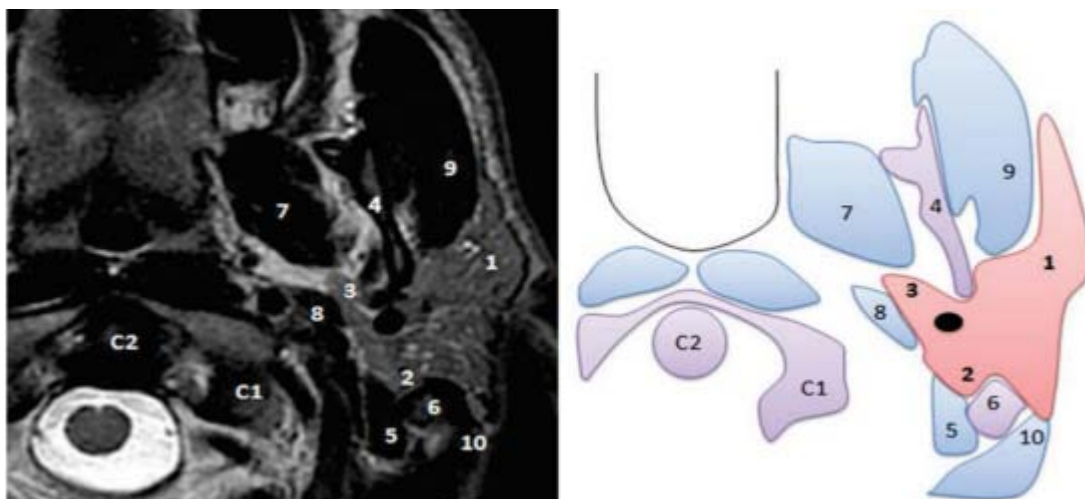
(A) Radioanatomie IRM de la glande parotide en coupes axiales T2; (B)
